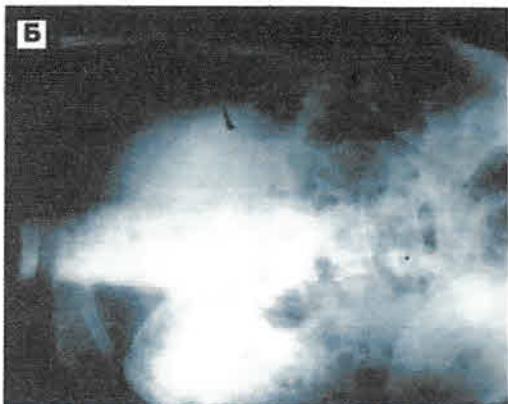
1. А. Разрыв полого органа живота (толстой кишки). Обзорная рентгенограмма брюшной полости (вертикально положение больного). Определяется серповидная полоска свободного газа под обеими куполами диафрагмы (над печенью и сводом желудка: достоверный признак разрыва полого органа — кишечника или желудка). В желудке жидкость и газ с горизонтальным уровнем на границе двух сред. Небольшое количество газа в правой половине ободочной кишки. Затемнение верхнего этажа брюшной полости с исчезновением контуров нижнего края печени за счет свободной жидкости в подпеченочном пространстве. Б. Тот же больной. Латерограмма брюшной полости (положение больного на левом боку). Определяется
